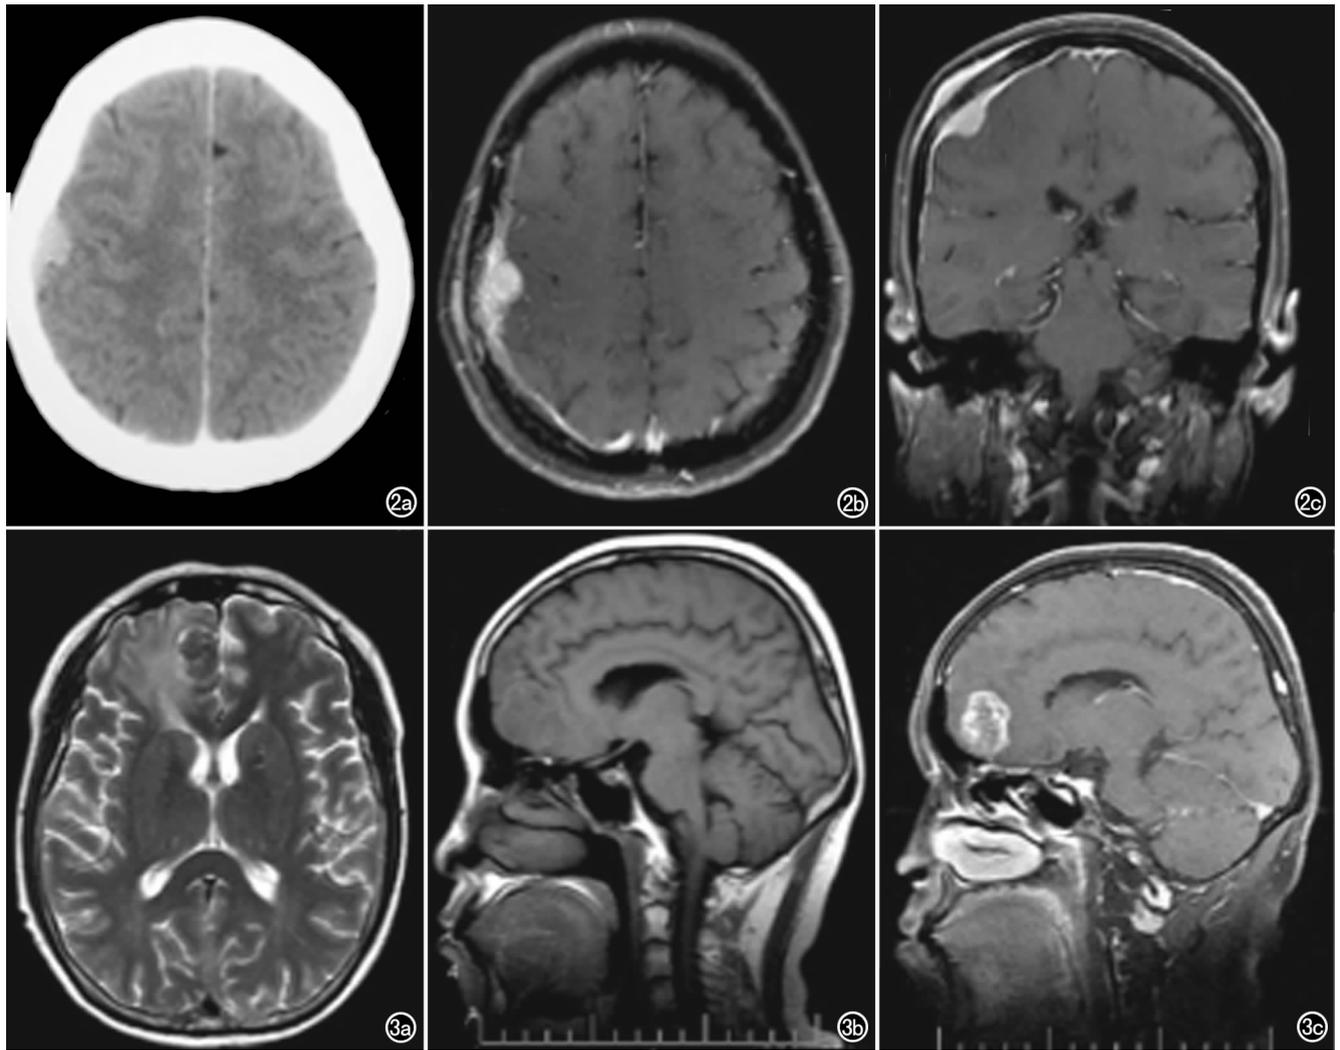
肺癌单发颅骨转移。a) CT增强扫描软组织窗示右额顶部半圆形广基底高密度影,局部脑回受压;b) MRI增强横轴面;c) 冠状面示右额顶骨骨质病灶呈双凸形,强化明显,邻近脑膜受累。图3 乳腺癌单发颅骨转移及颅内转移。a) MRI T<sub>2</sub> WI横轴面示右额叶大片高信号水肿带,右顶枕骨骨质小片状低信号影隐约可见;b) MRI T<sub>1</sub> WI矢状面示右枕骨骨质呈小片状膨胀的低信号影,右额叶见低信号区;c) MRI增强扫描矢状面示右顶枕骨病灶强化明显,右额叶转移灶呈环状强化。
